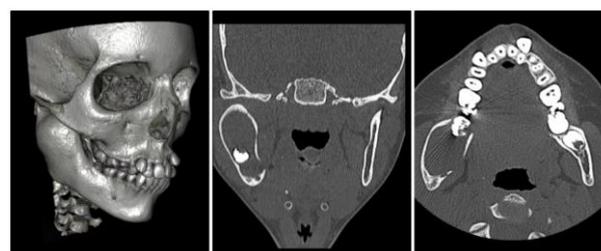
Tomografia computadorizada em reconstrução volumétrica, seções coronal e axial, evidenciando a lesão óssea em região posterior em associação ao dente incluído.
